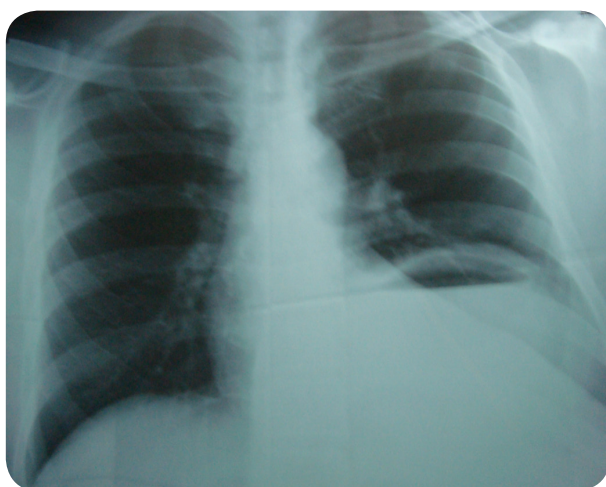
Radiografía de Tórax (vista postero-anterior). Obsérvese el ascenso de la cámara gástrica a través del agujero diafragmático patológico compatible con Hernia Diafragmática Congénita de Bochdalek, complicada con atelectasia en tercio medio de Hemitorax izquierdo.
